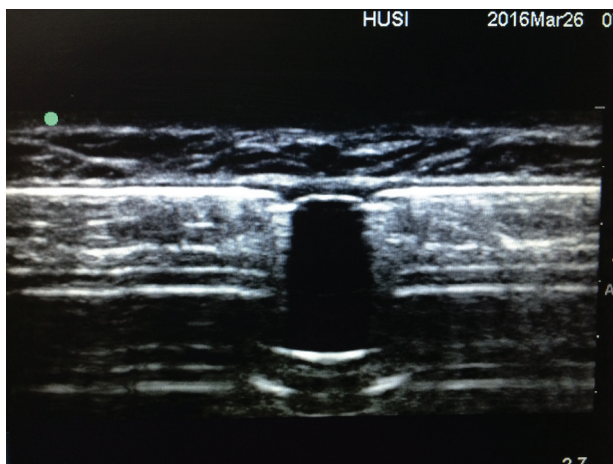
Ubicación mediante ultrasonido de sitio de relleno de bomba intratecal (Línea Hiperecótica interrumpe con región anecótica). Fuente: Autores.
